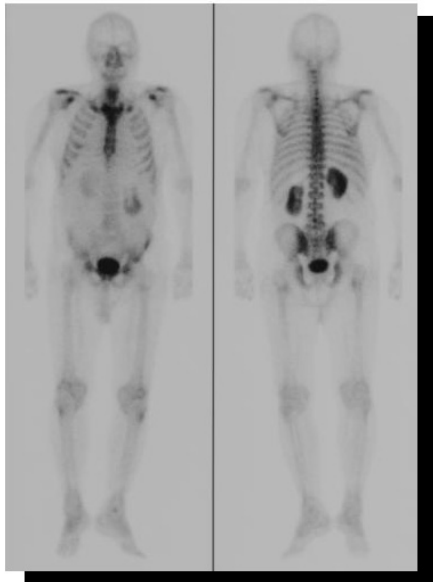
Anterior and posterior whole-body planar imaging of ^{99m}Tc -HMDP bone scintigraphy. This picture is similar to ^{99m}Tc -Tf, which shows abnormal hot spots in sternum, bilateral ribs and scapulae and clavicles.
